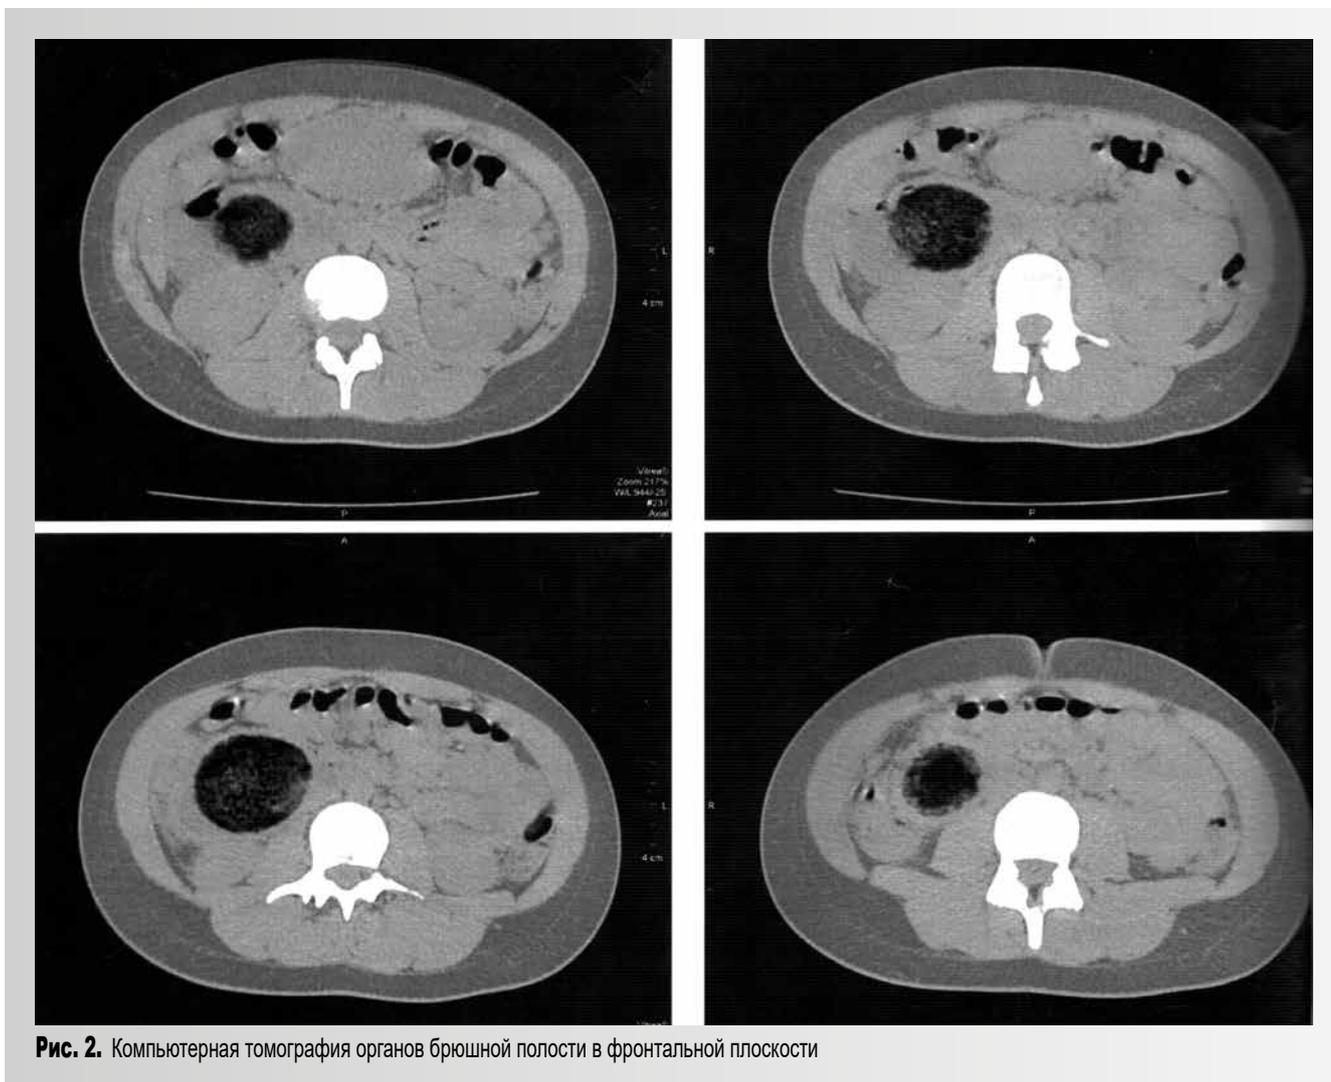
Компьютерная томография органов брюшной полости в фронтальной плоскости
